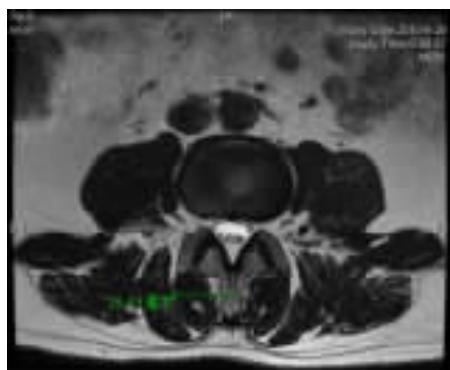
MRI(L3/4)横断位片上肌间隙测量方法
